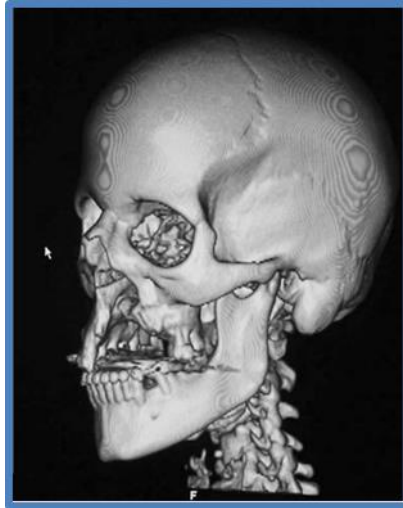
TC en 3D para análisis del defecto.
